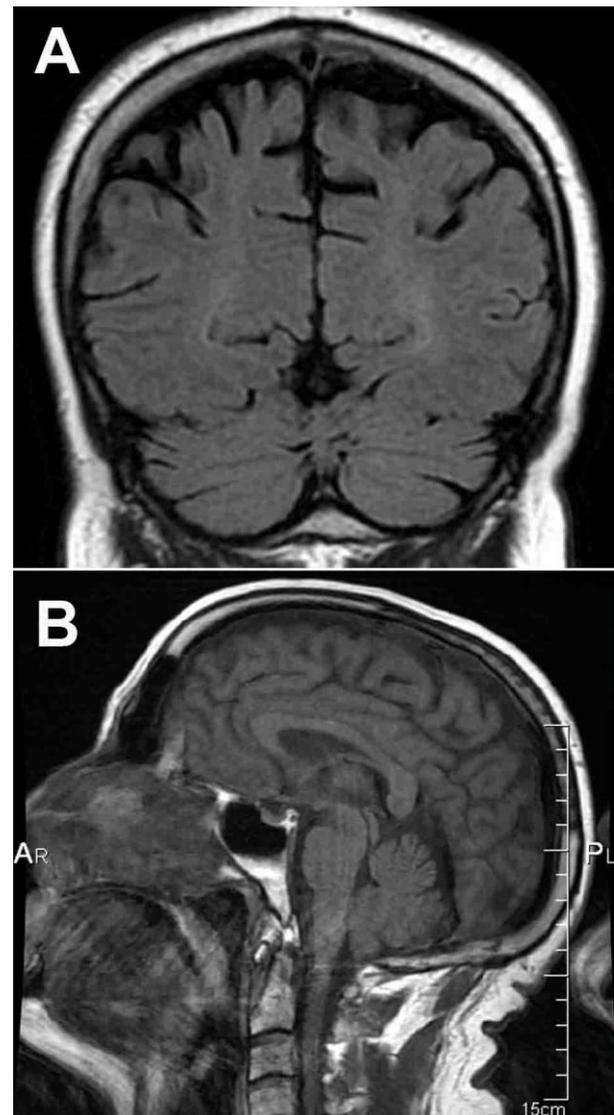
Atrofia cortical global de predominio parietal en la Resonancia Magnética cerebral en secuencia T2 Flair corte coronal (A) y sagital (B).
